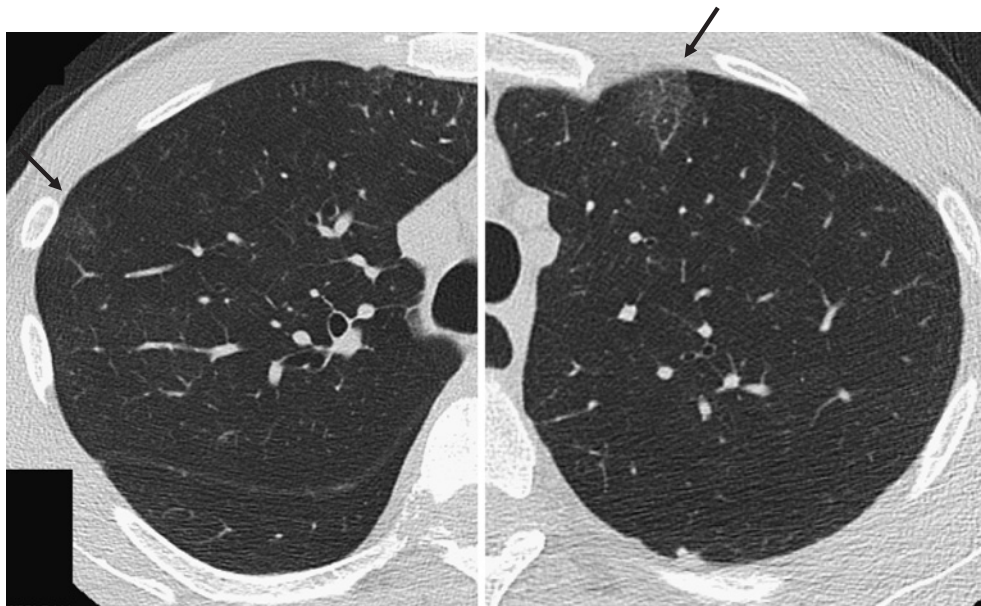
Chest high resolution CT scan on admission reveals multiple small ground glass attenuation (arrows) and narrowing of the small pulmonary arteries and veins.
